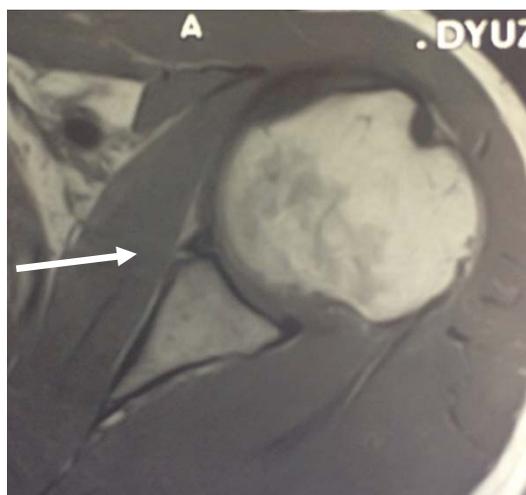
МРТ плечевого сустава больной Д.
